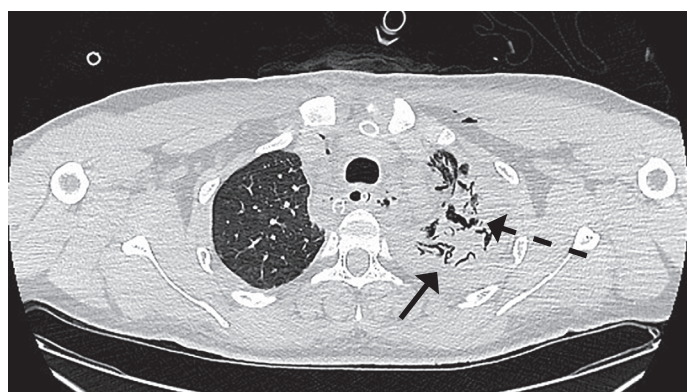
Четвертые сутки после МВ проникающего ранения грудной полости. Ушиб левого легкого, Состояние после ИВЛ. КТ нативное исследование. На фоне ушиба левого легкого определяется характерное скопление воздуха в интерстициальном пространстве вдоль бронхососудистых структур (сплошные стрелки). Скопление воздуха также определяется в стенке и в полости перикарда (пунктирные стрелки). Средостение расширено
